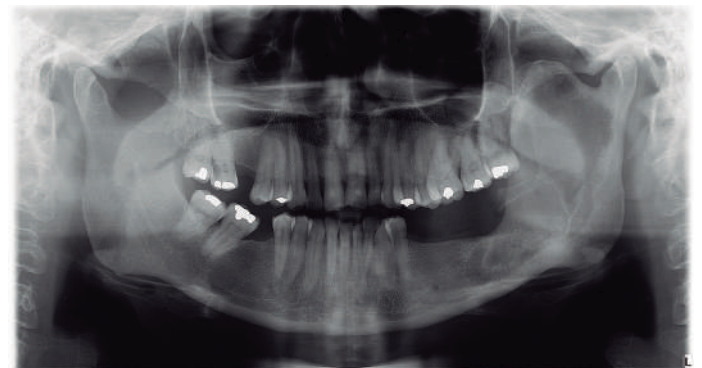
Radiografía panorámica 11 meses postquirúrgica.
